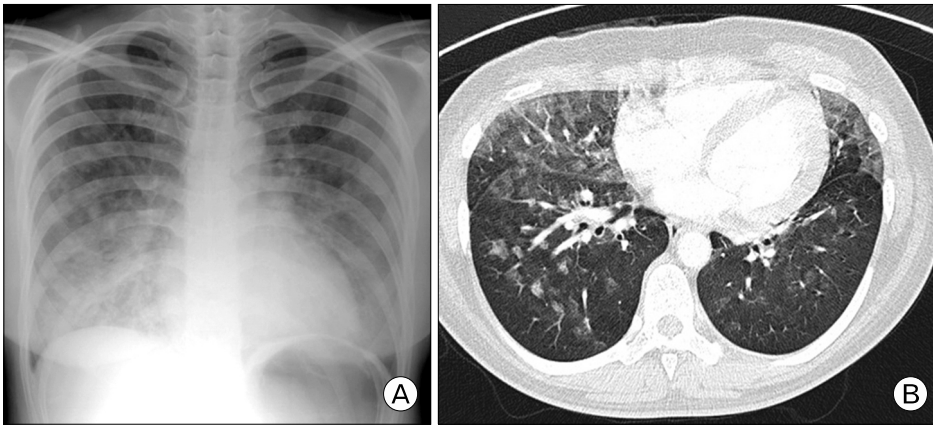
Chest radiograph (A) and computed tomography scan (B) obtained at the time of admission showed diffuse pulmonary edema without cardiomegaly.
